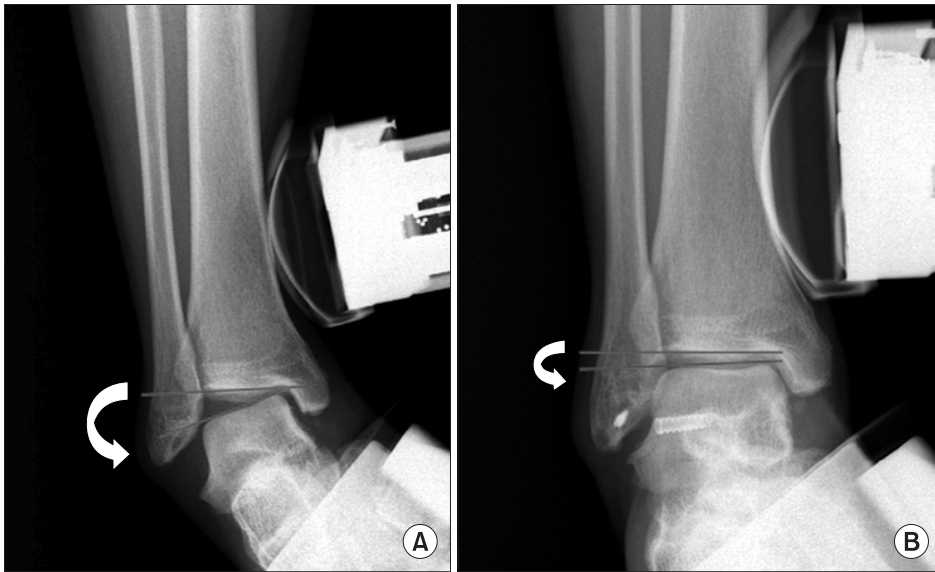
Varus stress radiograph of patient #6. Preoperative talar tilt of  $17^\circ$  (A) decreased to  $3^\circ$  at postoperative 18 months (B).
